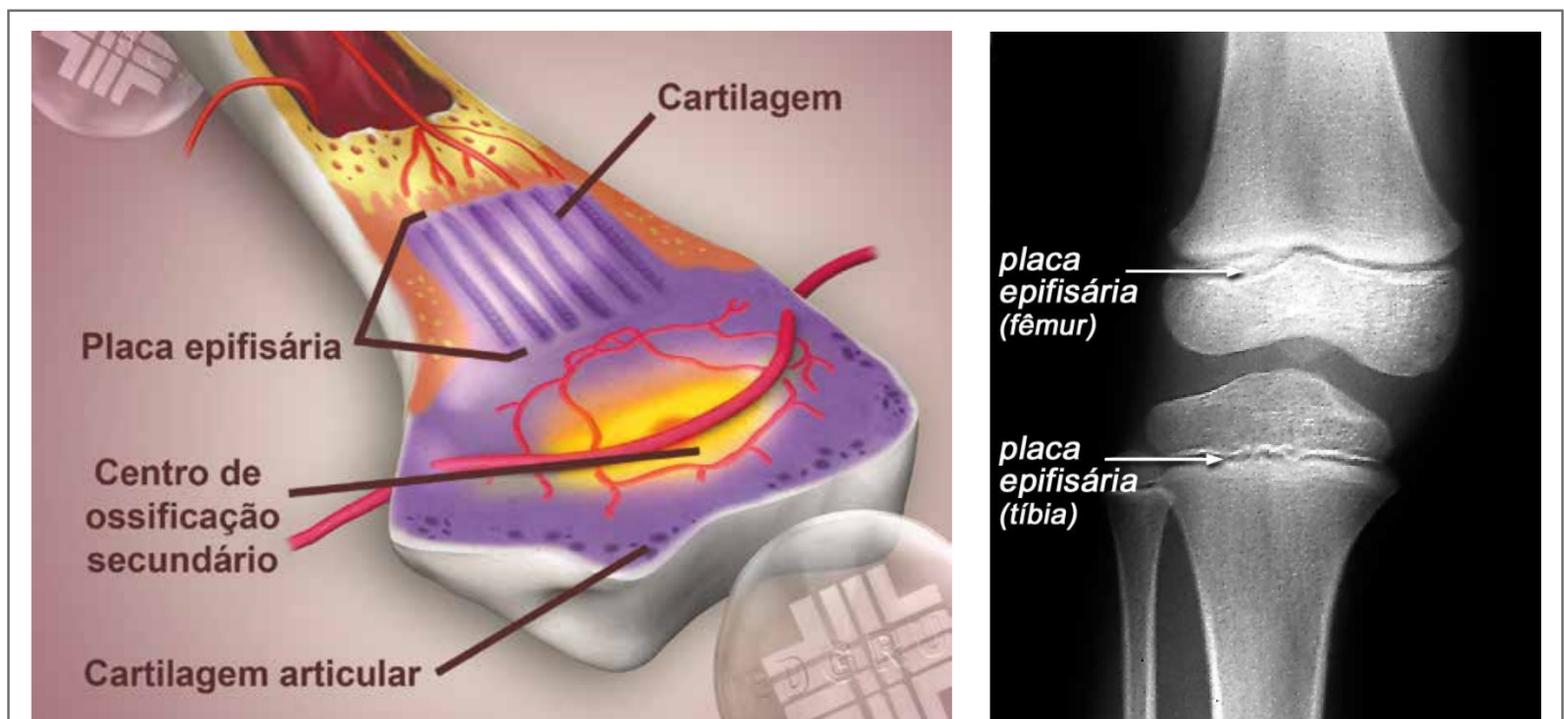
Epífises e placas epifisárias. Fig. 2A: Observe esta epífise, com um centro de ossificação secundário, movido por intensa vascularização; observe também a cartilagem em crescimento da placa epifisária. Fig. 2B: Radiografia do joelho de uma criança, mostrando as placas epifisárias da extremidade distal do fêmur e proximal da tíbia e fíbula. Vale lembrar dado importante da anatomia da fise: vasos metafisários não atravessam a fise (conceito de bloqueio fisário).
